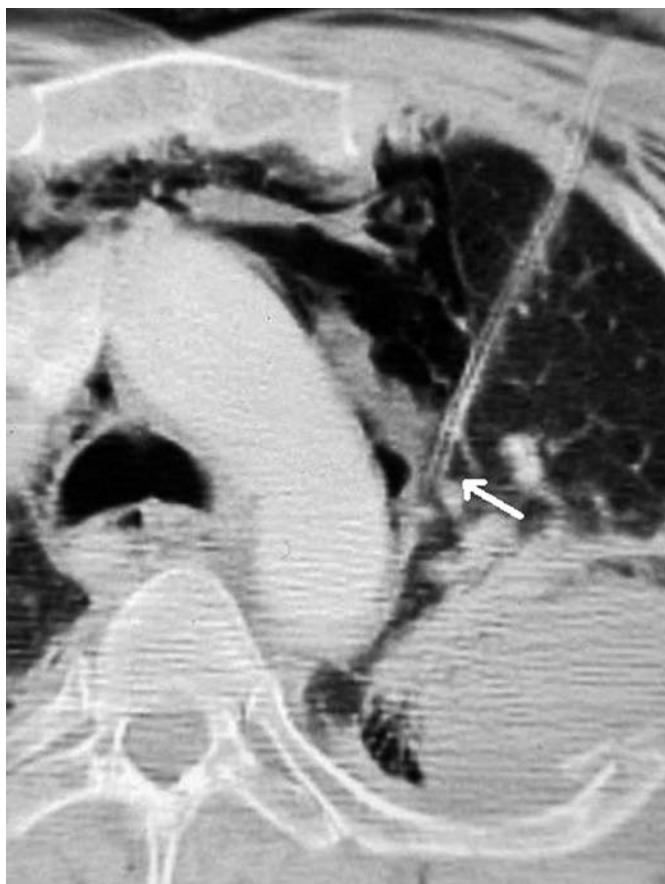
TAC torácica: Catéter situado adyacente al cayado aórtico.
